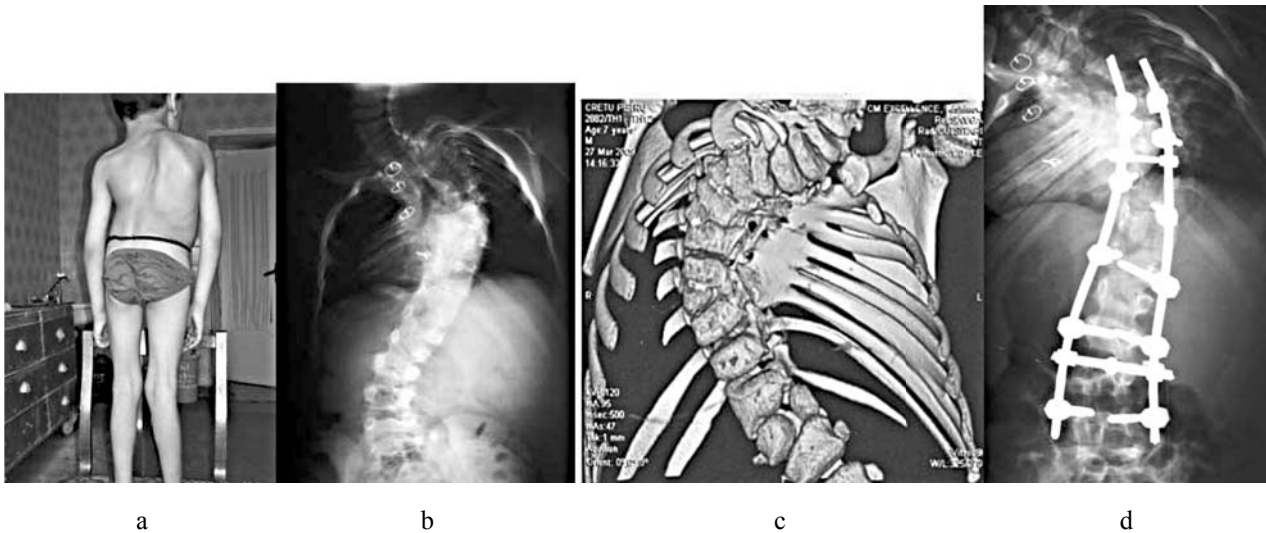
Aspectul exterior și roentgenogramele pacientului P., 7 ani: a, b, c – scolioză congenitală progresivă gr. IV, decompensată, d – epifiziodeză pe 6 nivele pe partea convexă a porțiunii toracice a deformității, corectarea și fixarea prin construcție, care „crește” odată cu coloana vertebrală.
